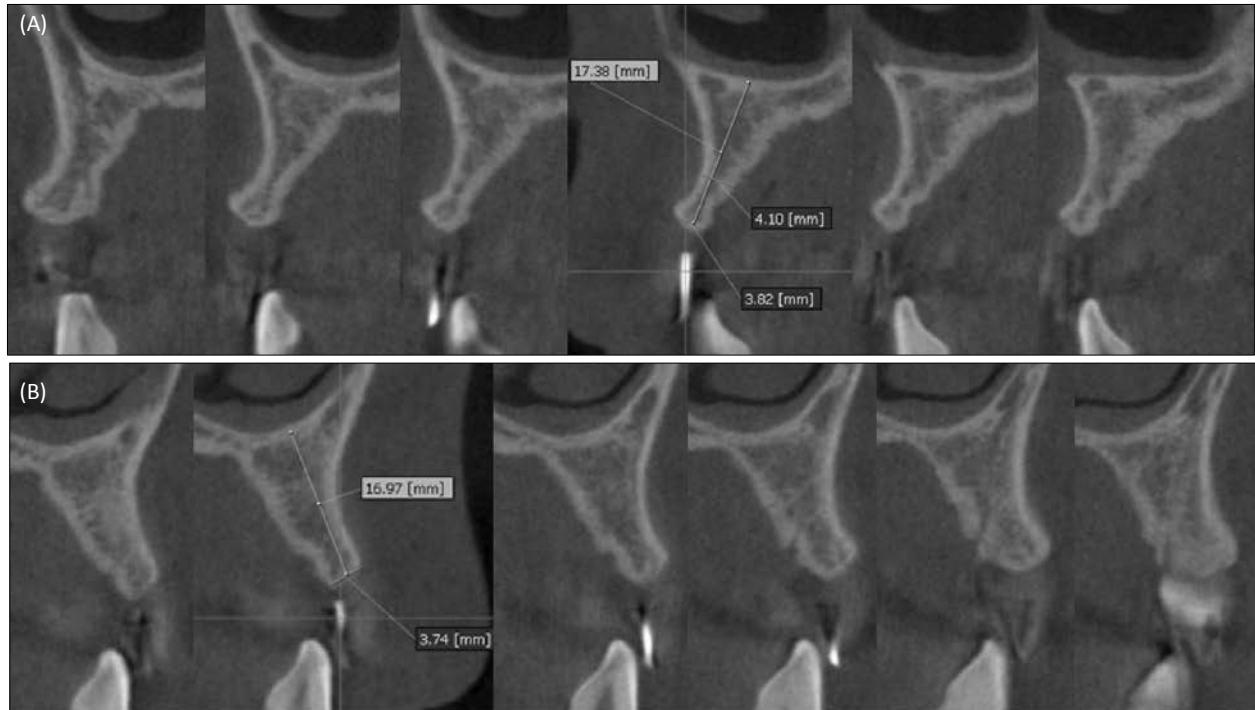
(A) Preoperative cone-beam computed tomography image on Rt. Mx. canine (sagittal view). (B) Preoperative cone-beam computed tomography image on Lt. Mx. canine (sagittal view).
